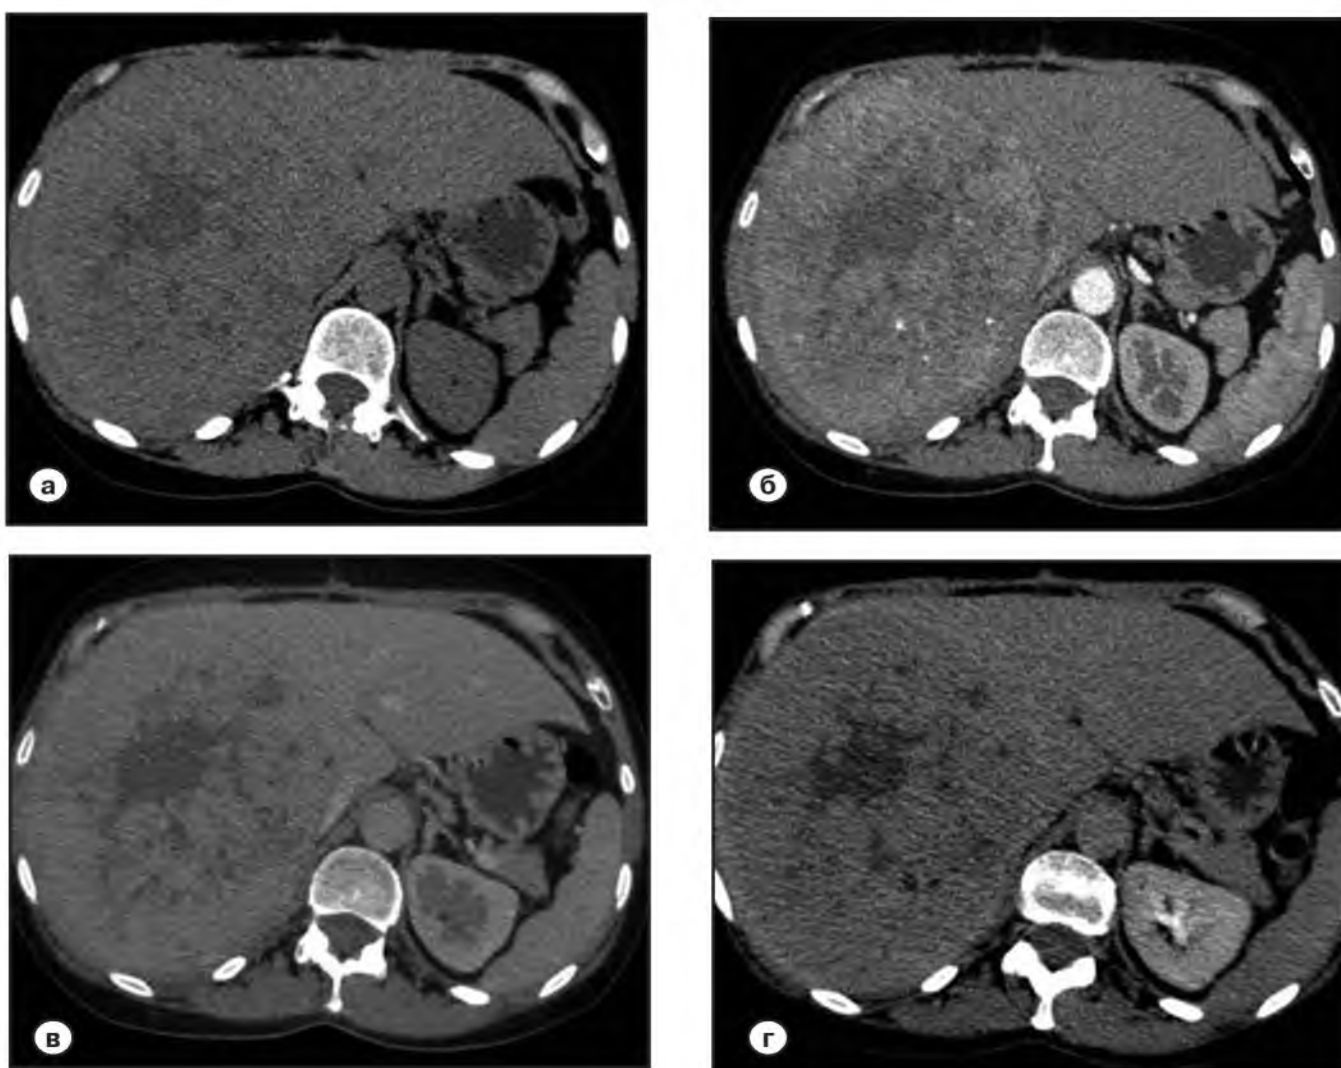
Мультidetекторные компьютерные томограммы с болюсным контрастным усилением.
